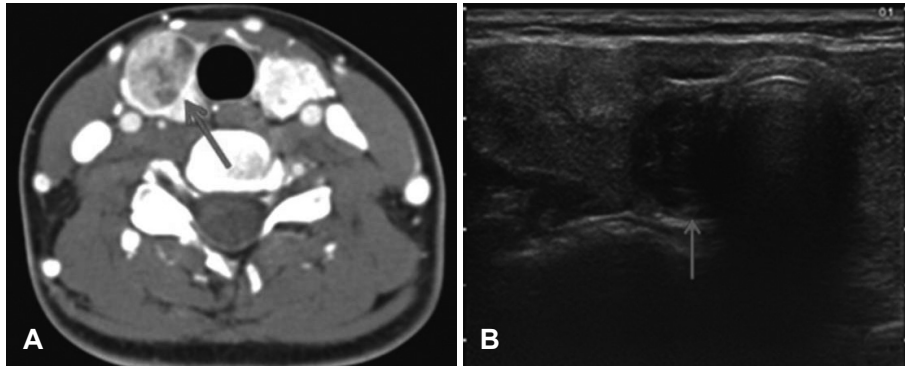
Axial neck CT scan showing multiple thyroid nodules. Well-defined, ovoid, homogeneously non-enhancing solid mass was found at the posterior aspect of right lower thyroid (arrow)(A). Thyroid ultrasonography showing marked hypoechoic nodule in the lower portion of right thyroid gland (arrow)(B).
